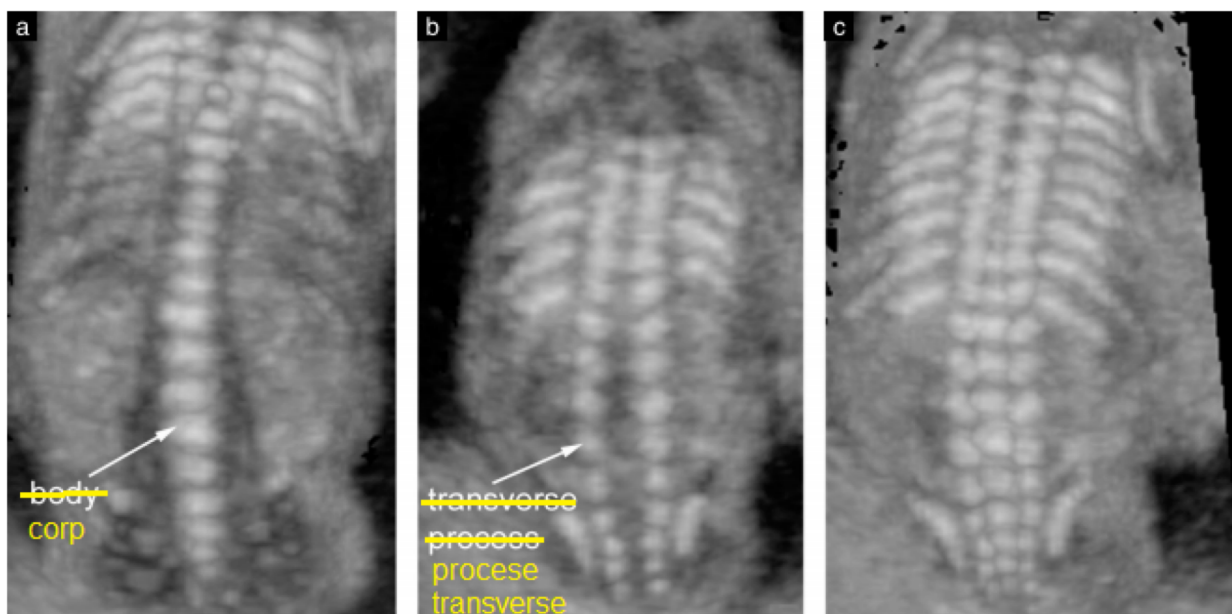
Vedere coronală a coloanei vertebrale fetale. Aceste imagini au fost obținute prin ecografie tridimensională din aceeași volum sonografic folosind diferite incidențe și grosimi de volum. (A) Un fascicul de ultrasunete subțire este orientat prin corpurile vertebrale; (B) același fascicul de ultrasunete este orientat mai posterior pentru a demonstra arcurile posterioare ale vertebrelor; (C) un fascicul de ultrasunete gros este folosit pentru a demonstra simultan cele trei centre de osificare.
